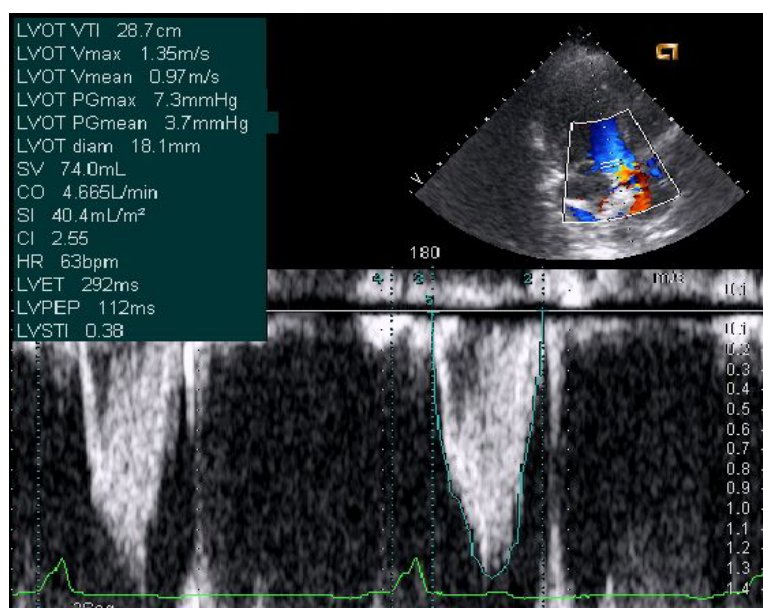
Estudio de la fase sistólica mediante doppler pulsado: tiempo de eyección aórtica y la sístole total, desde el inicio del QRS hasta el final de la eyección aórtica.
